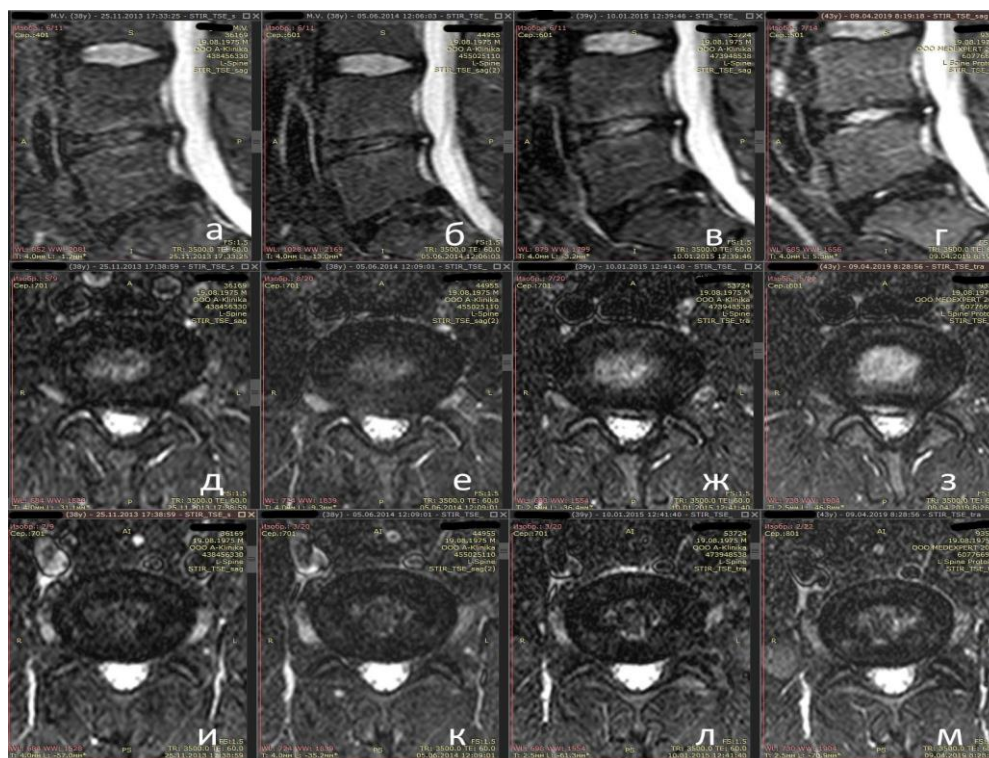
Динамика МРТ морфологической картины в дисках до и после лазерной реконструкции дисков, режим STIR: а, б, в, г – сагиттальные срезы; д, е, ж, з – аксиальные срезы диска L4L5 позвонков; и, к л, м – аксиальные срезы диска L5S1 позвонков; а, д, и – до лечения; б, е, к – через 0,53 года после лечения; в, ж, л – 1,14 года после лечения; г, з, м – через 5,44 года после лечения
